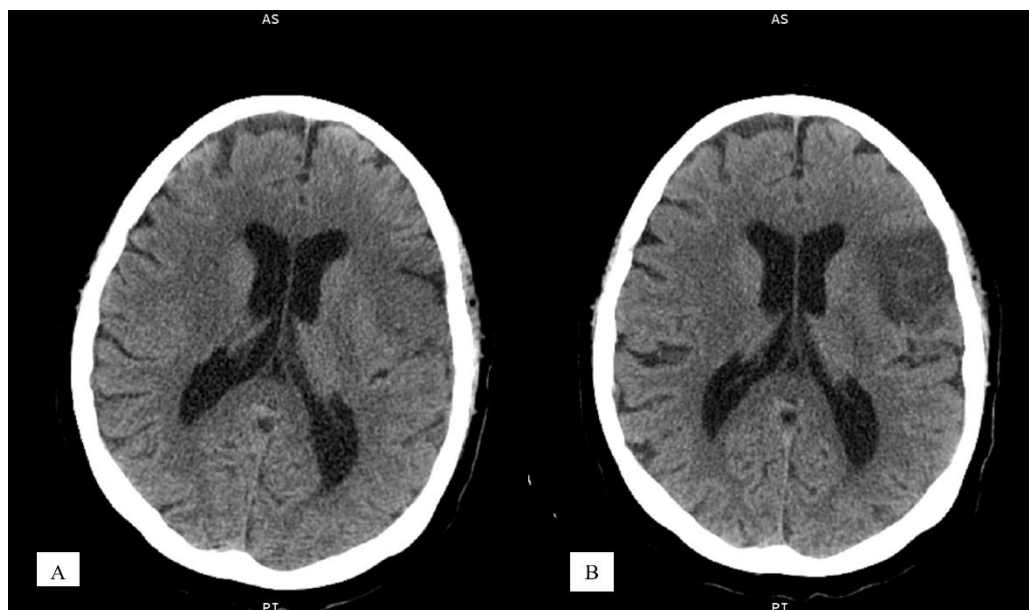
Investigația prin CT nativă la internare (A) și la 48h distanță (B) a pacientei nr. 20, 69 ani. ASPECTS primar – 7 puncte, ASPECTS repetat – 6 puncte cu prezența peteșilor marginale, non-confluente (săgeți) caracteristice pentru TH de tip IH de tip 1.
